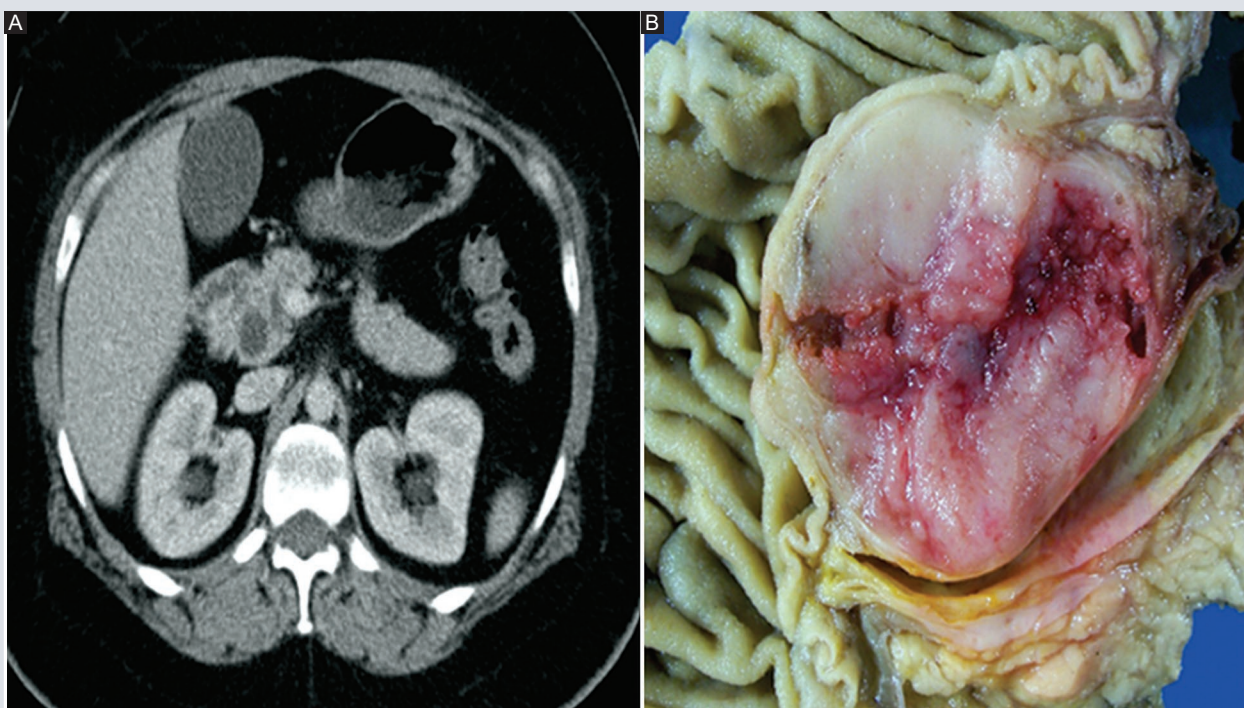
Tomografía computarizada con contraste en proyección axial. A: muestra una masa intrapancreática hipodensa, pequeña y bien definida, < 30 mm de diámetro. No hay realce heterogéneo ni cápsula periférica. B: en el examen macroscópico hay evidencia de una cápsula con áreas hemorrágicas necróticas internas.
